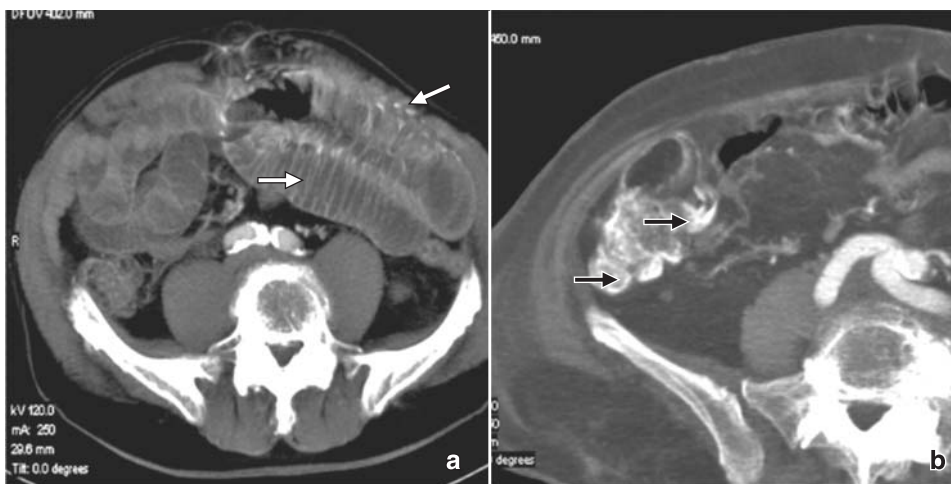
Angio-TAC abdominal multicorte (a) donde se identifica en asas de yeyuno dilatadas, imágenes espirales y elípticas en la pared de las mismas (flechas blancas). Imágenes de depósitos de contraste de localización en ciego (flechas negras) (b).
